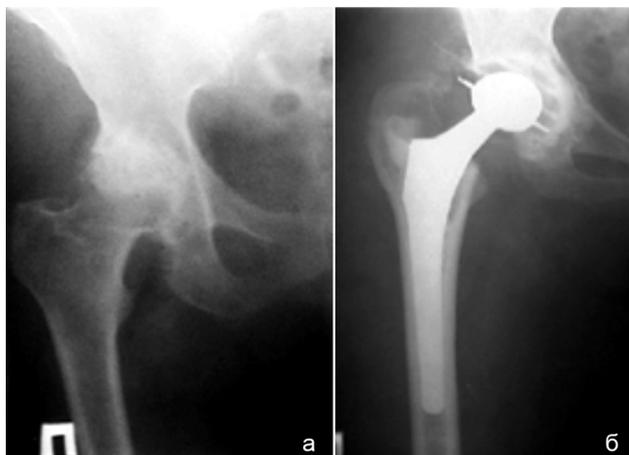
Рентгенограммы тазобедренного сустава больного с диспластическим коксартрозом: а – до операции, б – через 4 года после тотального эндопротезирования правого тазобедренного сустава имплантатом “Howmedica” с цементной фиксацией
